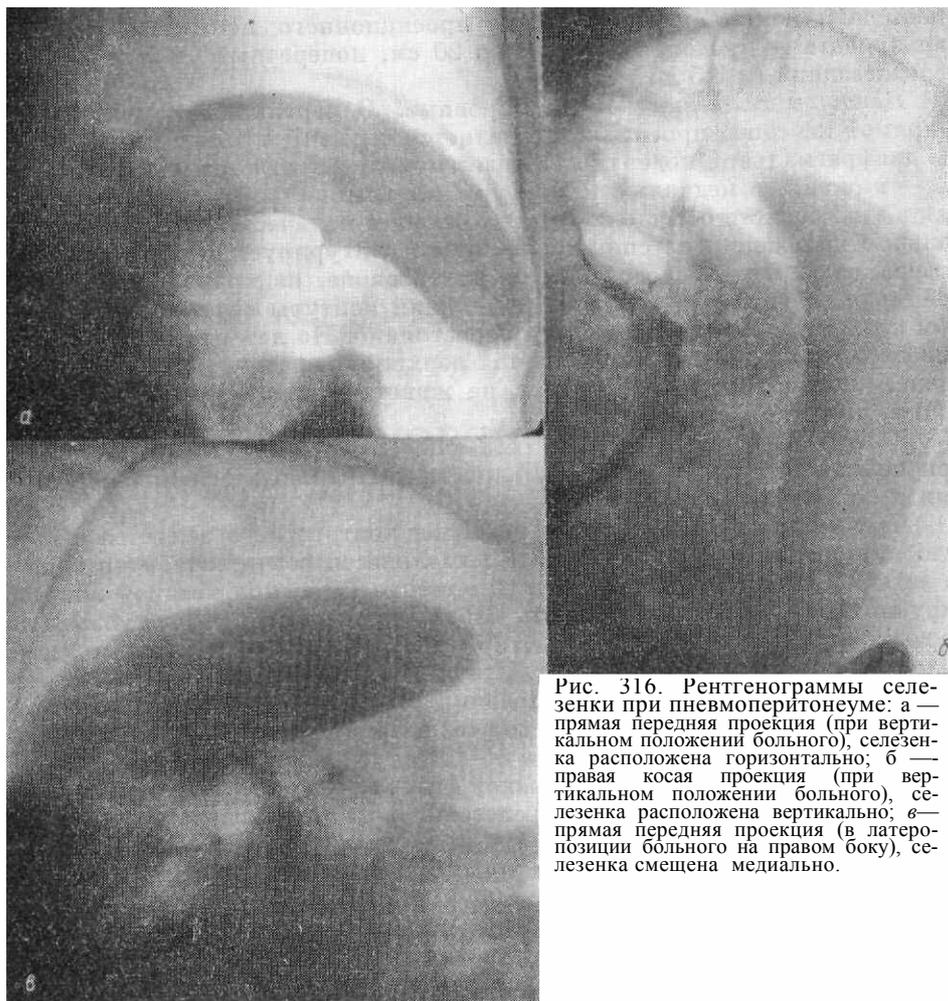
Рентгенограммы селезенки при пневмоперитонеуме: а — прямая передняя проекция (при вертикальном положении больного), селезенка расположена горизонтально; б — правая косая проекция (при вертикальном положении больного), селезенка расположена вертикально; в — прямая передняя проекция (в латеропозиции больного на правом боку), селезенка смещена медиально.
